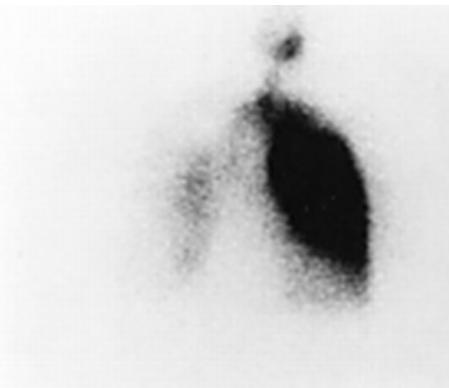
Перфузионная сцинтиграмма легких в прямой проекции той же больной через 2 дня после катетерной эмболизации. Отмечается восстановление перфузии правого легкого. Остающийся небольшой субсегментарный дефект накопления может быть следствием дистальной эмболизации из правой главной легочной артерии (Blaustein H. S., 2000).
